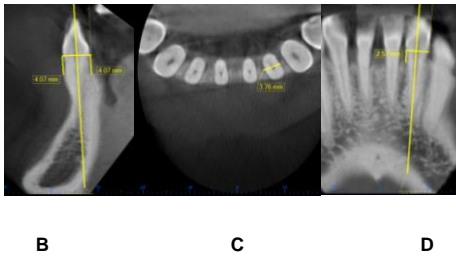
Tomografía inicial diente 32(M) A fotografía extraoral. 4B. Corte Sagital 4C. Corte basal (sentido MD) . 3D Corte coronal
